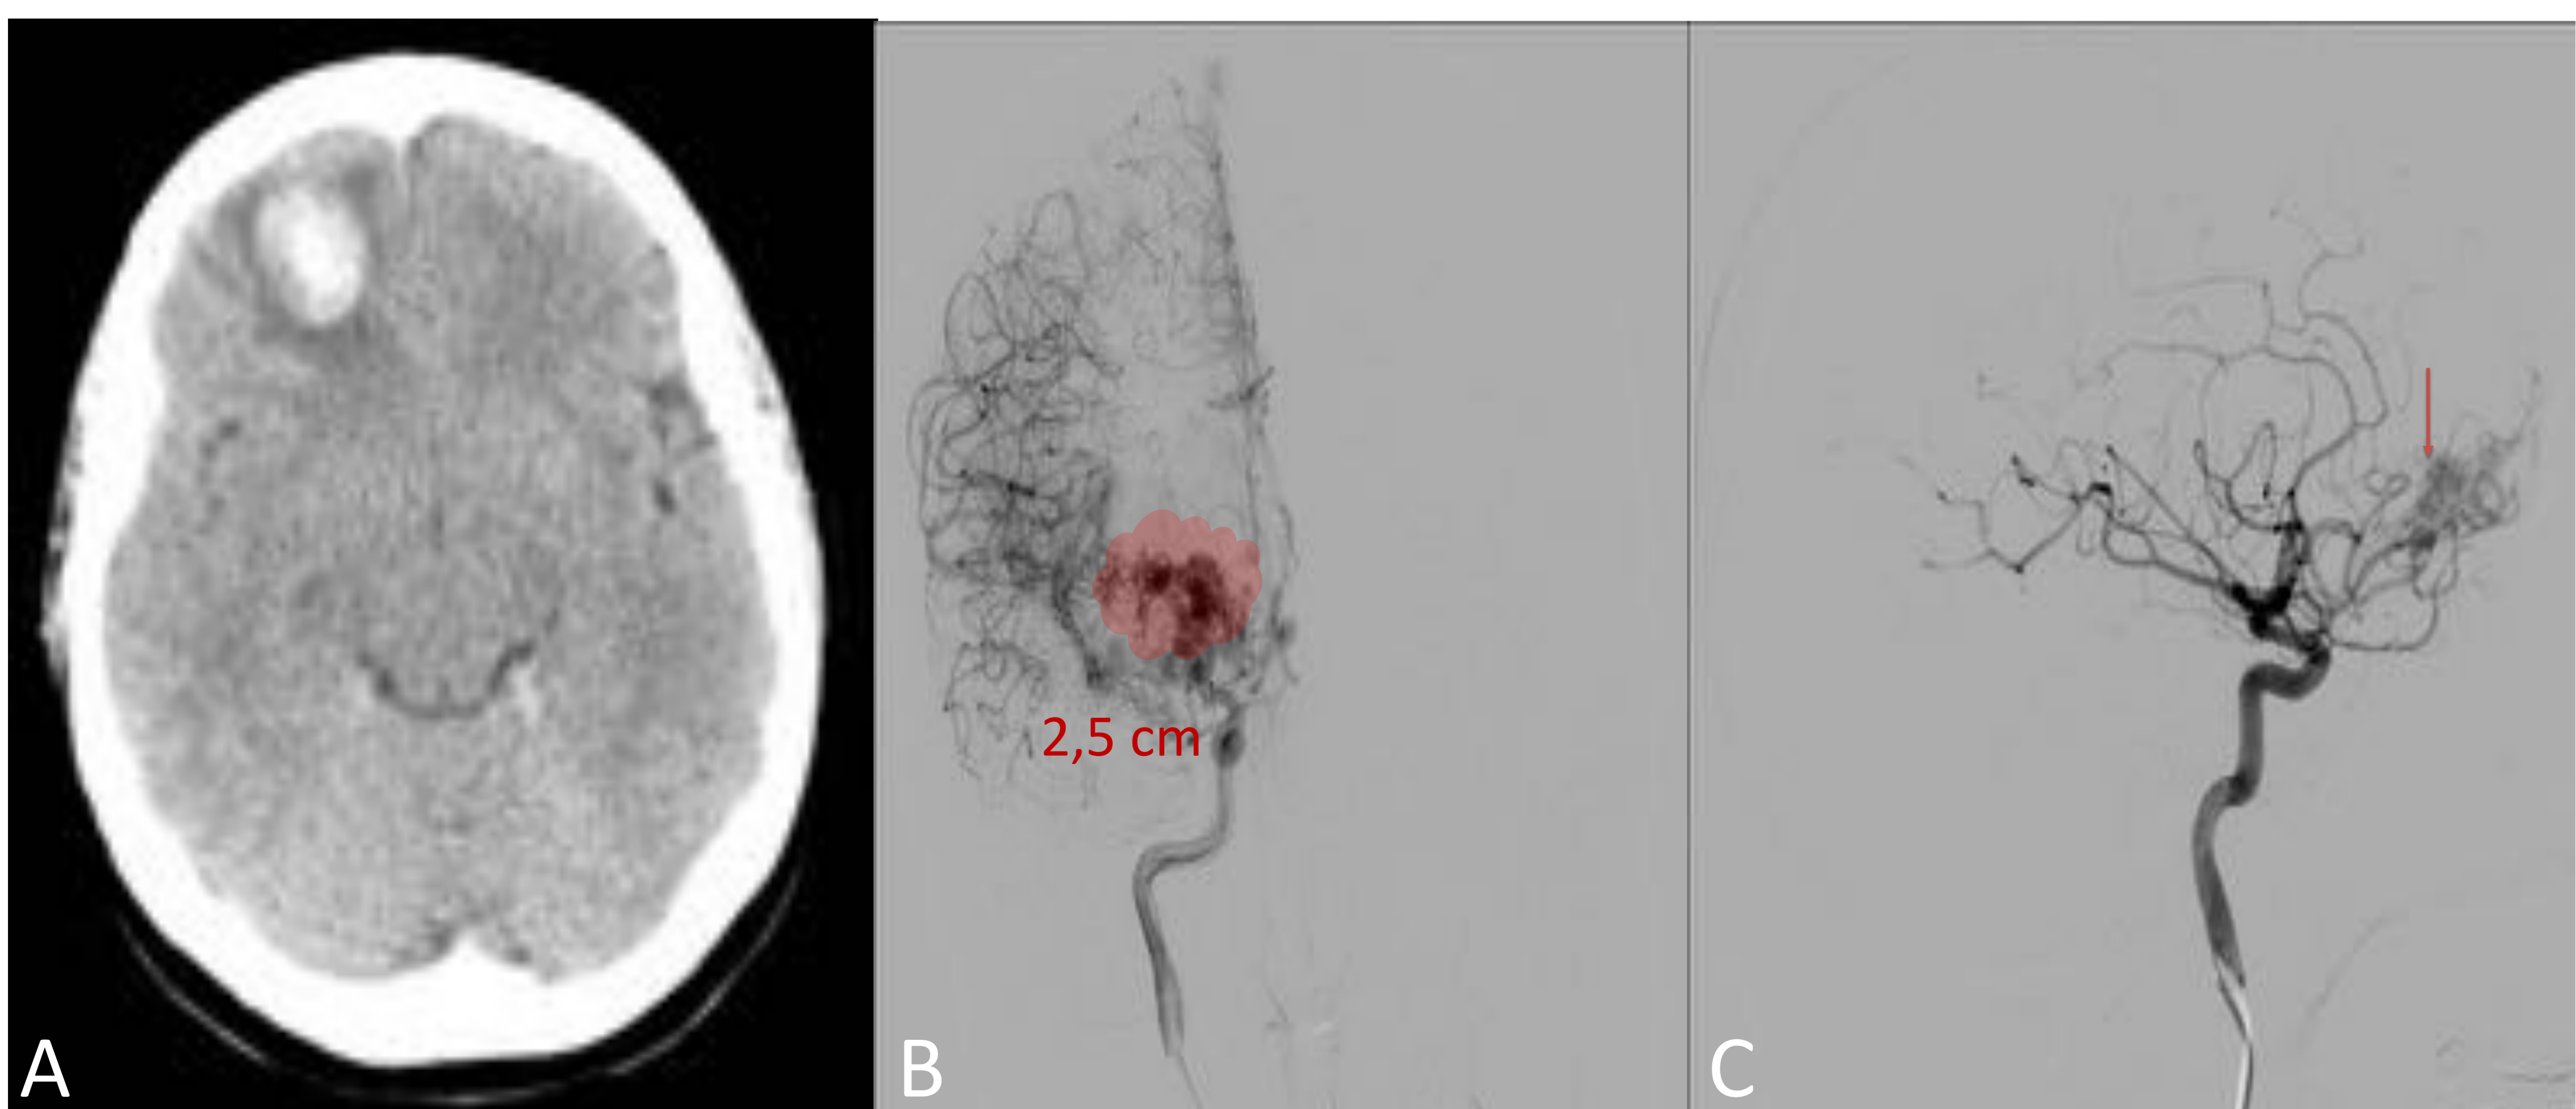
HIP frontobasal derecho en consumidor de cocaína. A TC cerebral sin CIV; B y C) Arteriografía donde se observa MAV con nidus de 2,5 cm de diámetro (flecha roja).
